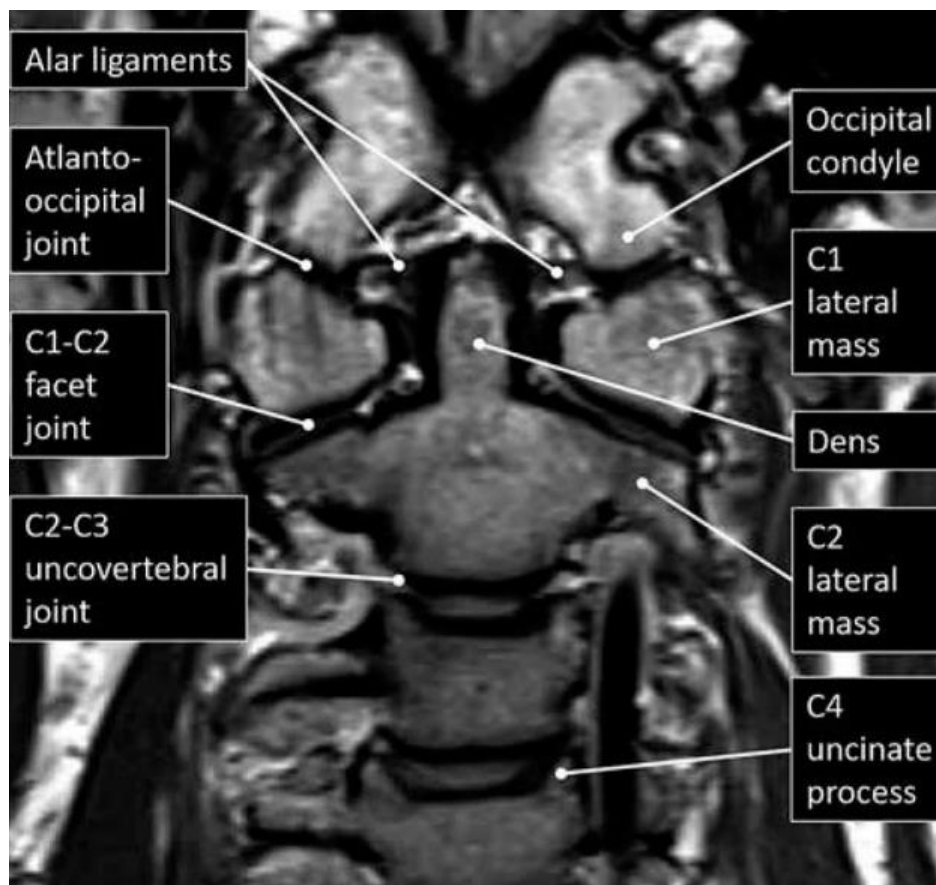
Anatomía de la unión craneocervical imagen de resonancia magnética de densidad de protones coronal con anatomía de la columna cervical superior y la unión craneocervical etiquetada.
